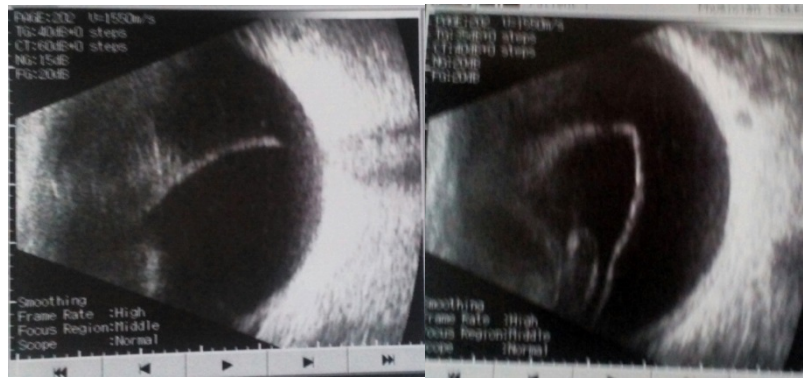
УЗИ левого глаза пациента М., 2002 г. р. при повторном обращении, с фиброзными изменениями в стекловидном теле
